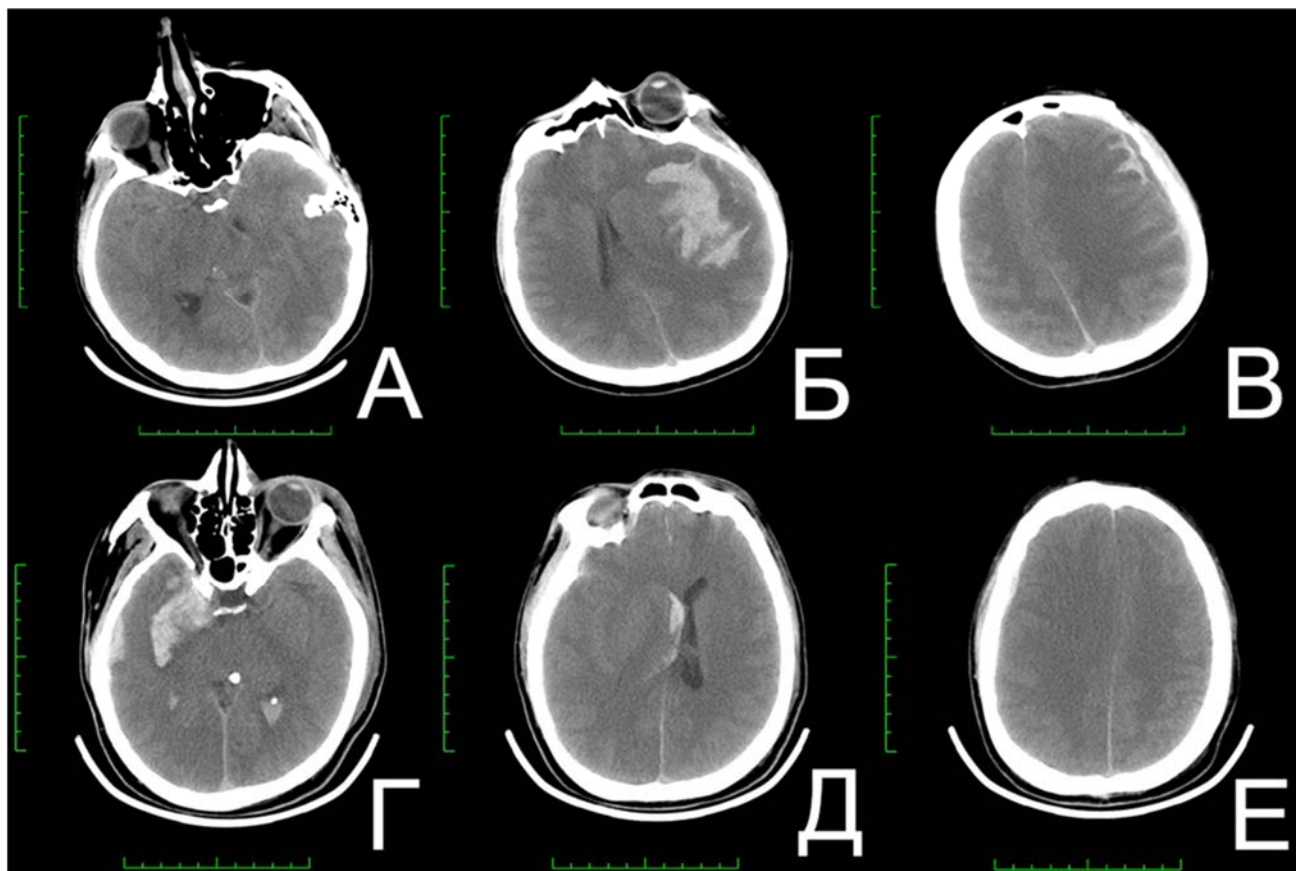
Результаты нативных КТ-исследований головного мозга пациентов исследуемой группы при поступлении в НМИЦ нейрохирургии им. ак. Н.Н. Бурденко. А–В: Пациентка Б., 2 сутки после аСАК из аневризмы бифуркации левой СМА. Отмечаются КТ-признаки выраженного отека головного мозга (нарушена дифференцировка серого и белого вещества, охватывающая цистерна не визуализируется из-за отека, значительно компримированы четверохолмная цистерна и конвекситальные субарахноидальные пространства), САК и внутримозговой гематомы в области левой сильвиевой щели объемом около 71 см³ с развитием дислокации срединных структур вправо. Г–Е: Пациент К., 2 сутки после аСАК из аневризмы супраклиноидного отдела ВСА слева. Выявляются признаки выраженного отека головного мозга, САК с формированием внутримозговой гематомы объемом около 19 см³ и смещением срединных структур влево, признаки формирующейся асимметричной окклюзионной гидроцефалии за счет компрессии правого бокового желудочка
